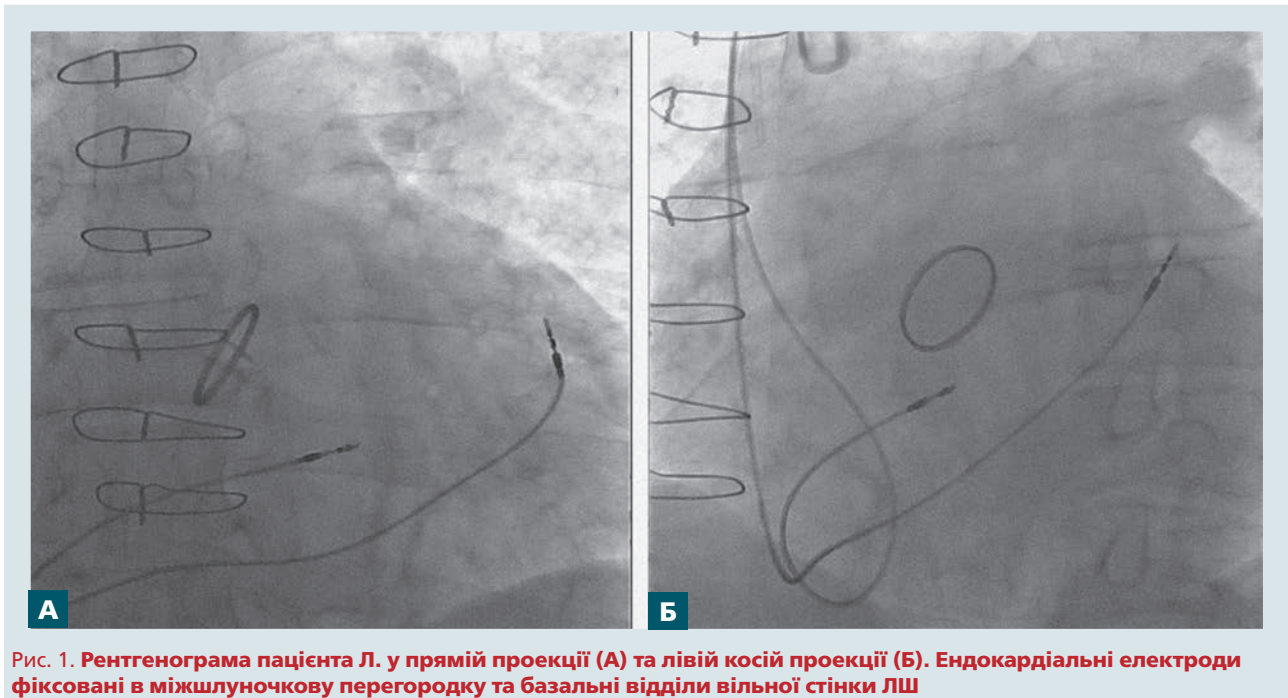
Рентгенограма пацієнта Л. у прямій проекції (А) та лівій косій проекції (Б). Ендокардіальні електроди фіксовані в міжшлуночкову перегородку та базальні відділи вільної стінки ЛШ
